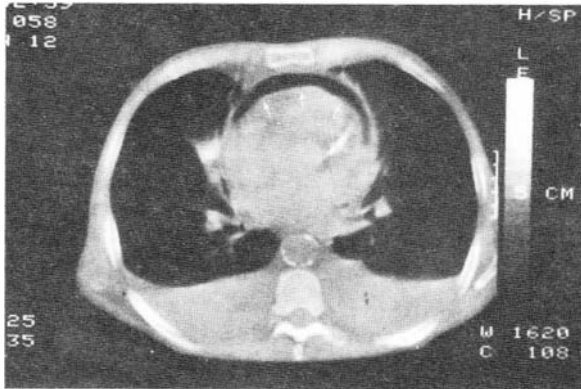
TAC. Exploración realizada con el paciente en decúbito supino, que muestra una imagen en semiluna (flechas) de contenido aire, en el contorno anterior del corazón.
